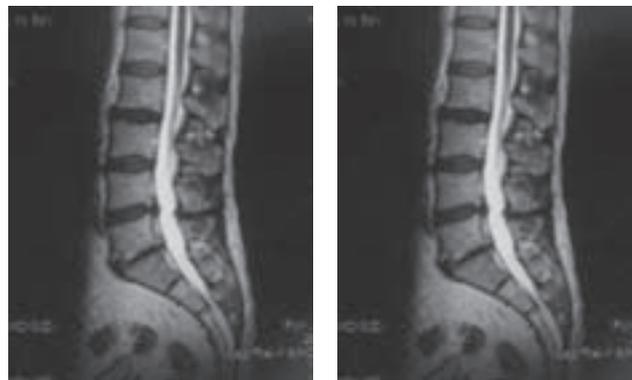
Пациент В., 58 лет. MRI-граммы до операции. Парамедианная грыжа диска L_{IV}-L_V с выбуханием в просвет позвоночного канала до 8 мм
